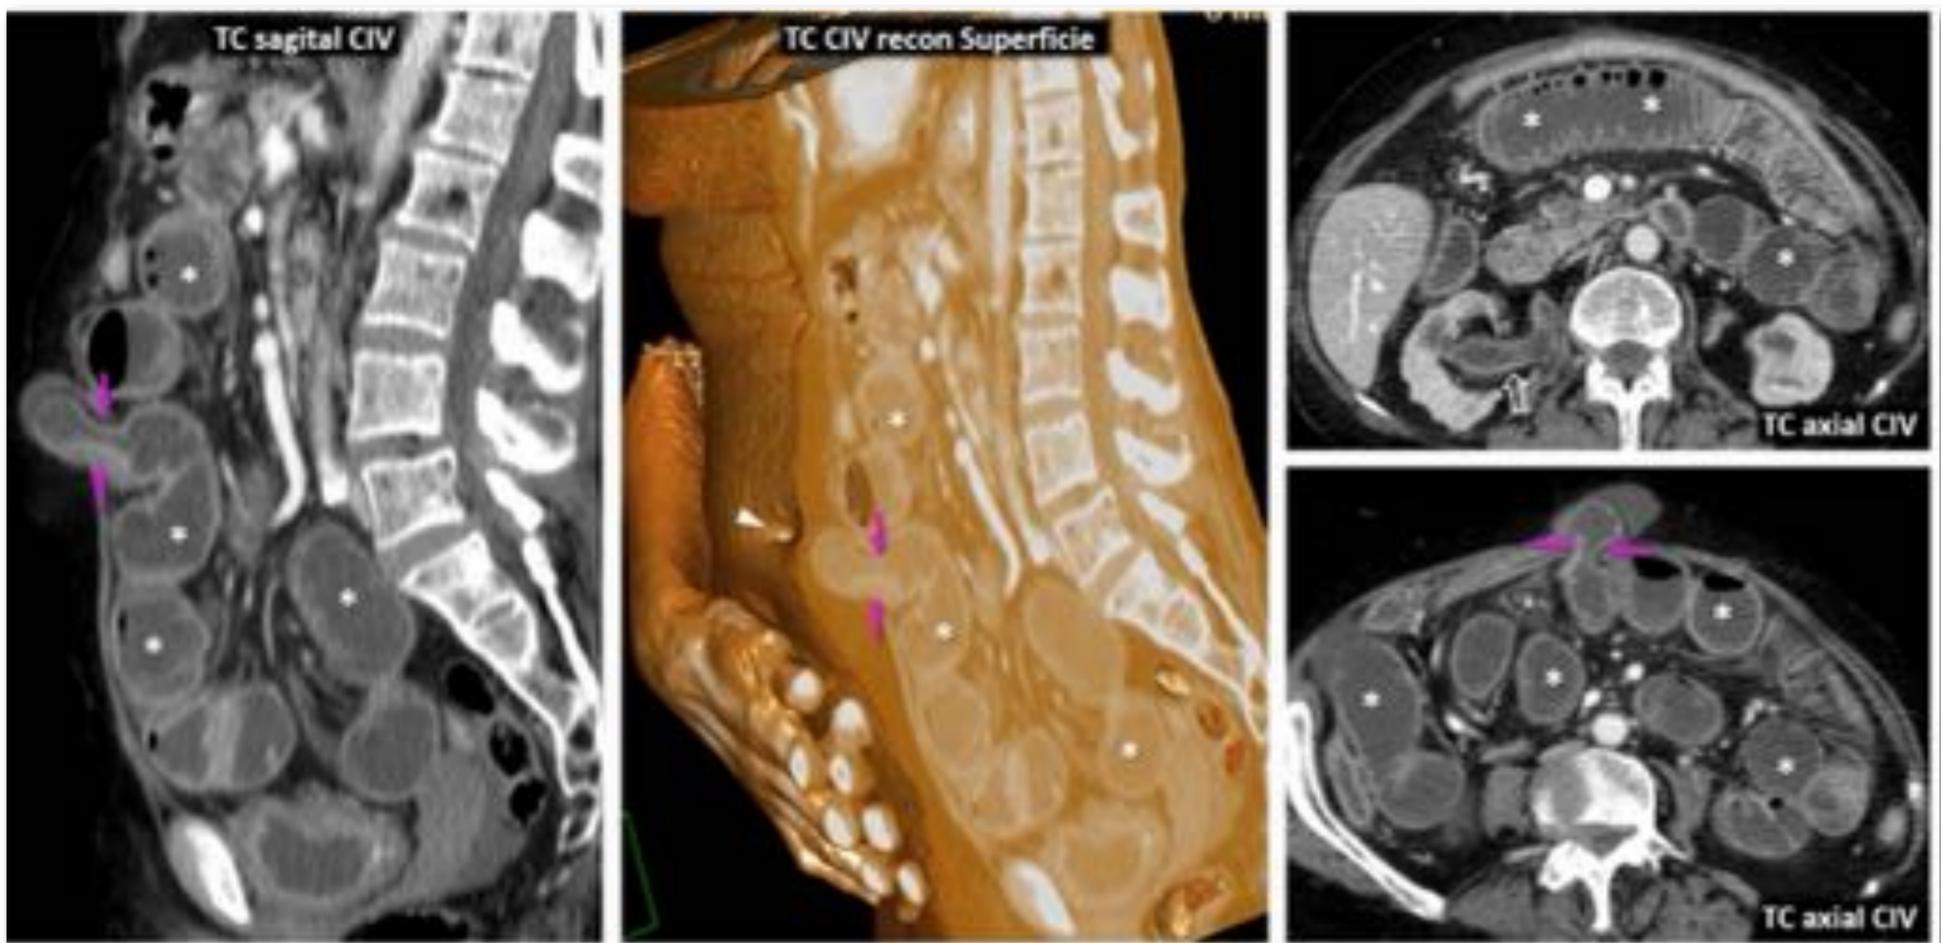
Hernia hipogástrica obstructiva, aparentemente no estrangulada, pero con mala evolución clínica tras reducción durante la inducción anestésica. Mujer de 78 años con dolor abdominal y vómitos. TC: hernia infraumbilical con anillo estrecho (flechas rosas) y un corto tramo de íleon cuya pared realza, con importante dilatación del intestino proximal (*). También hay realce del urotelio derecho (flecha hueca). Cabeza de flecha: ombligo. Cirugía: reducción del contenido intestinal. Se revisa la cavidad, con íleon congestivo, aparentemente viable. La evolución clínica, sin embargo, fue mala, con shock y exitus en 24 horas.
